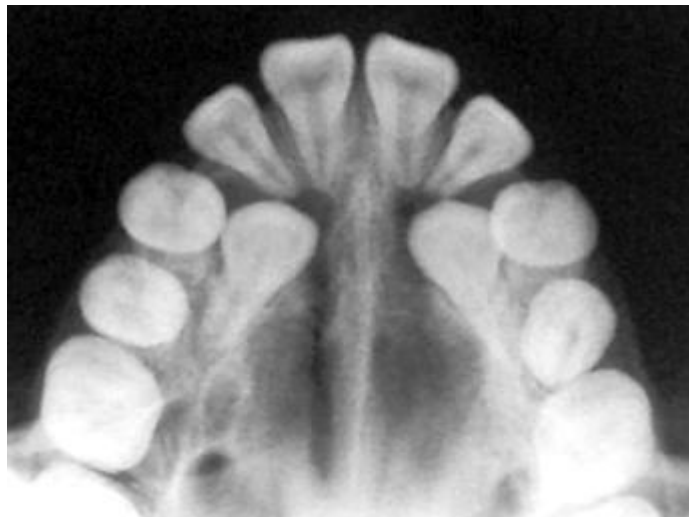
Radiografía oclusal. Diagnóstico para la ubicación de los caninos retenidos por palatino. <sup>5</sup>
